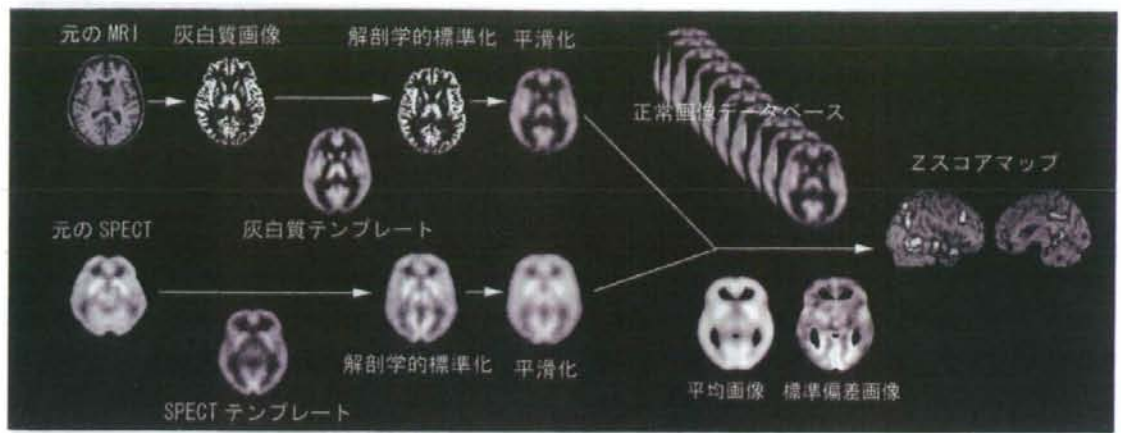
脳血流 SPECT および MRI の画像統計解析手法
